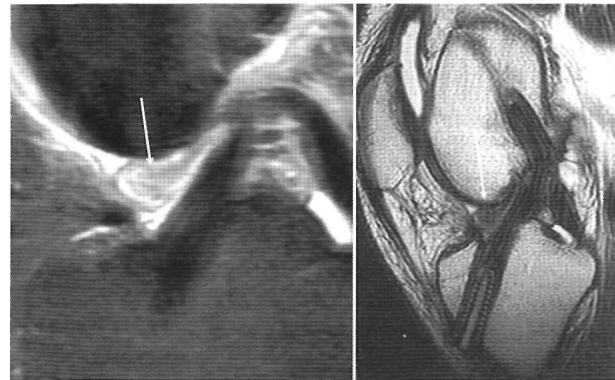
МРТ коленного сустава после операции аутотрансплантации передней крестообразной связки. У пациента с жалобами на невозможность полного разгибания в суставе после операции выявляется участок локализованного артрофиброза по передней поверхности аутотрансплантата передней крестообразной связки (стрелки).
